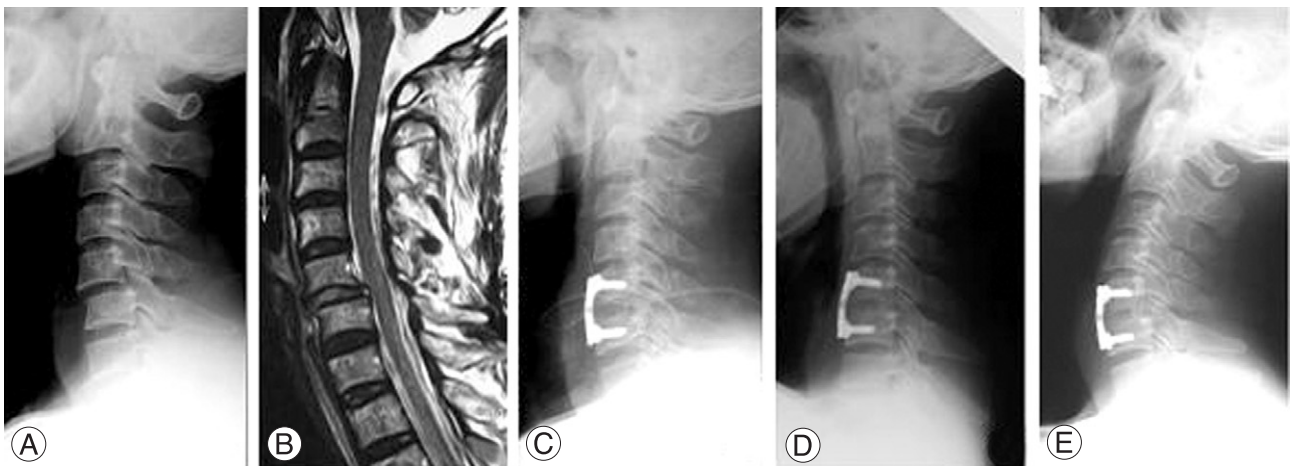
A 52-year old male with C6 nerve root injury due to unilateral facet dislocation. (A) Preoperative lateral roentgenogram shows anterior displacement of C5 on C6 body. (B) T2 weighted sagittal MR image shows a C5-6 disc protrusion. (C) Lateral radiograph, immediately after surgery, shows anterior cervical fusion with cervical spine locking plate and tricortical autoiliac bone. (D, E) Lateral roentgenogram of flexion/extension views that show no motion and solid fusion.
